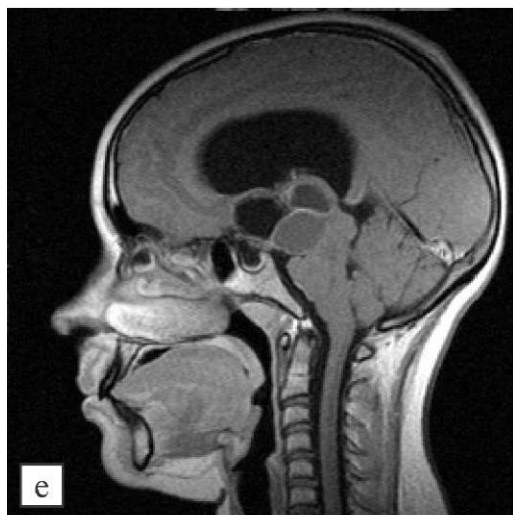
(е, f). После контрастирования; (е- сагиттальное, f- фронтальное сечения Т1 сечения, с толщиной срезов 3 мм). На основании проведенного обследования по данным МРТ сделано вновь заключение о имеющихся признаках рецидива краниофарингиомы с выраженным гипертензионно-гидроцефальным синдромом и больная вновь была отправлена на консультацию к нейрохирургу. К сожалению, в последующем, больная проходила обследования в других местах и была из наблюдения.
